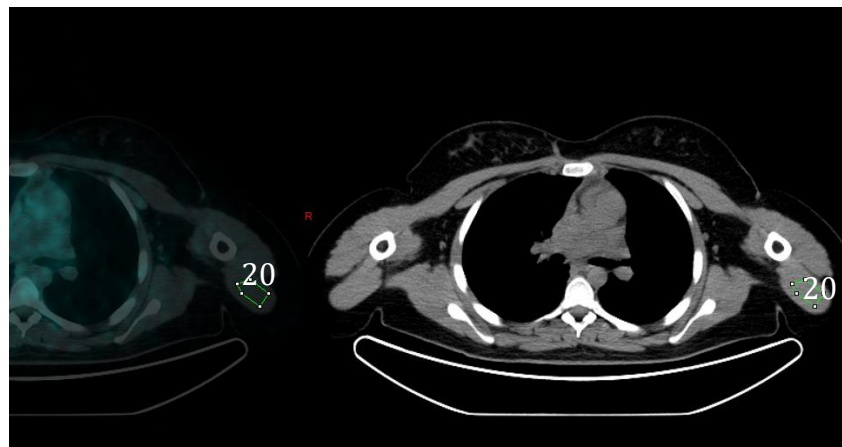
Cuantificación de 18F-FDG en el tríceps
